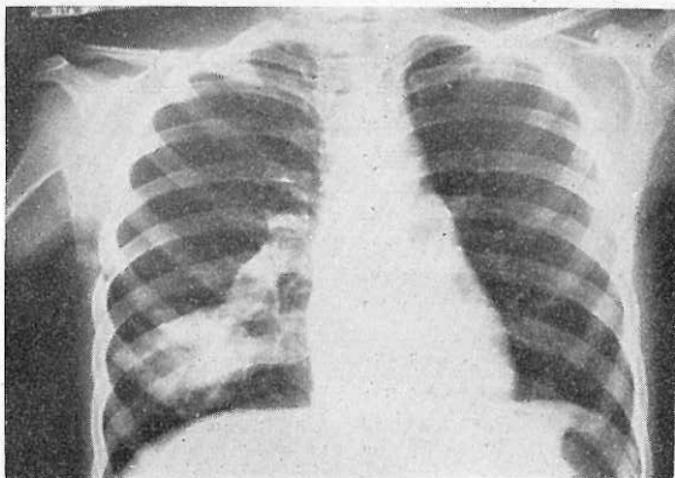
Radiografía frontal de un caso de fístula arteriovenosa pulmonar. Obsérvese la sombra densa de la parte inferior de la imagen del pulmón derecho, correspondiente al aneurisma arteriovenoso.
